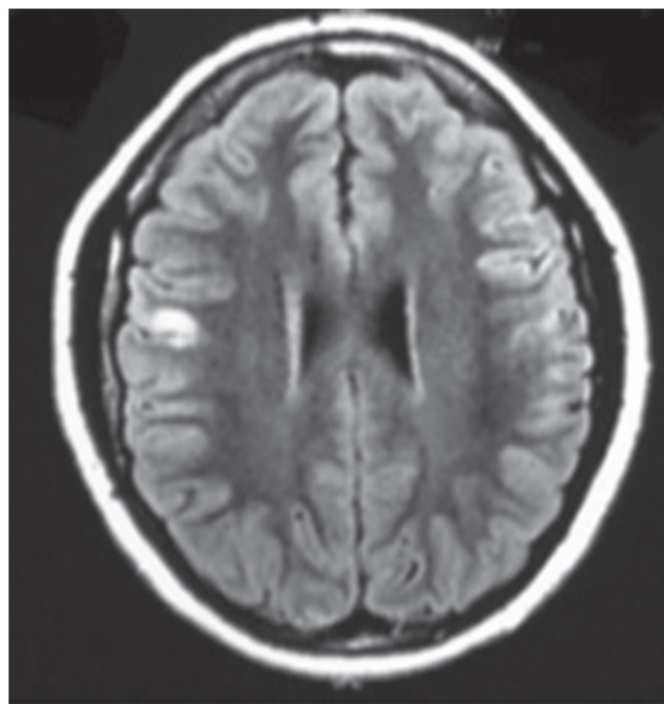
Sequência FLAIR, corte axial demonstrando hipersinal na topografia do giro pré-central direito.
